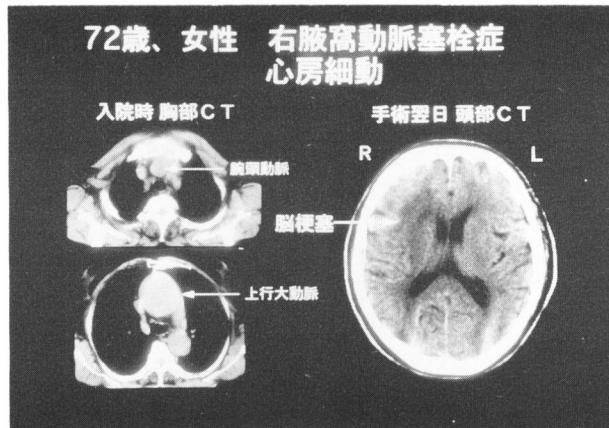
入院時の胸部CTで腕頭動脈瘤と上行大動脈瘤を認める
